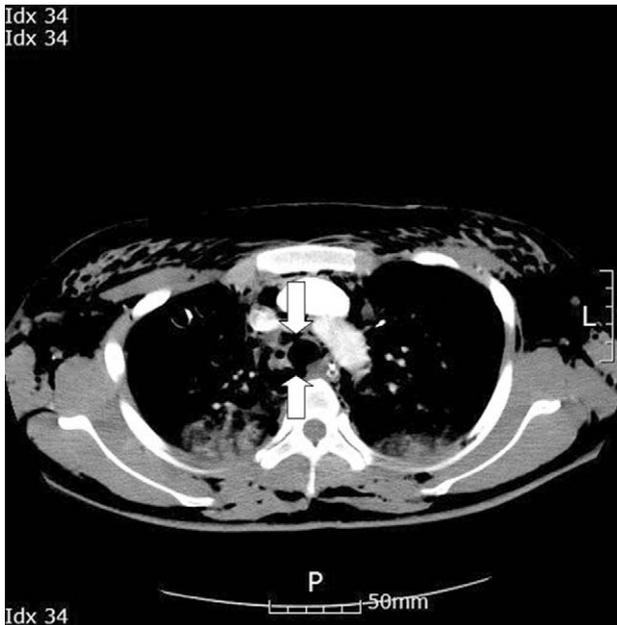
Contrast enhanced Chest CT showed defects in anterior and posterior tracheal wall (white arrow).
